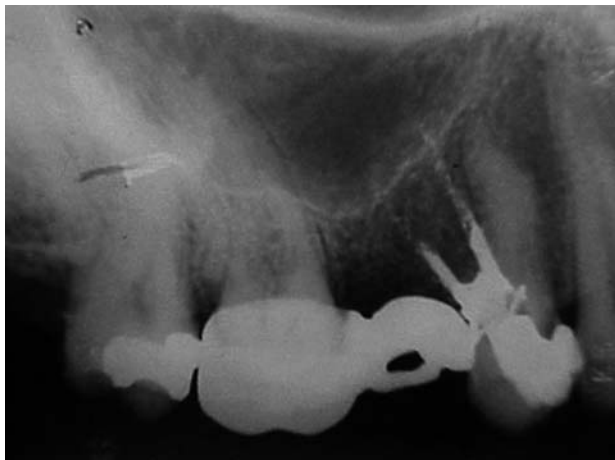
Radiografía de un segundo premolar superior. Se pueden observar dos perforaciones: una en el tercio coronario y la segunda en el tercio medio de la raíz, ambas atravesadas por material radiopaco.
